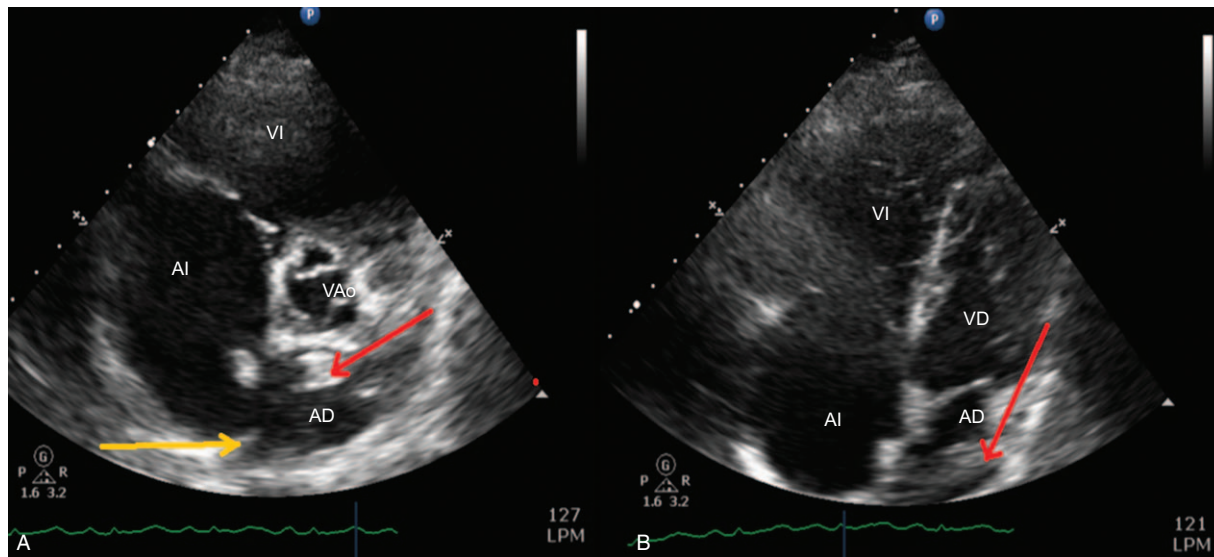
Ecocardiograma transtoracico. A. Corte para esternal. B. Corte cuatro cámaras. Aurícula derecha (AD), aurícula izquierda (AI), ventrículo derecho (VD), ventrículo izquierdo (VI), Válvula aortica (VAo),foramen ovale permeable (flecha amarilla), trombo (flecha roja). Fuente: Autores.
